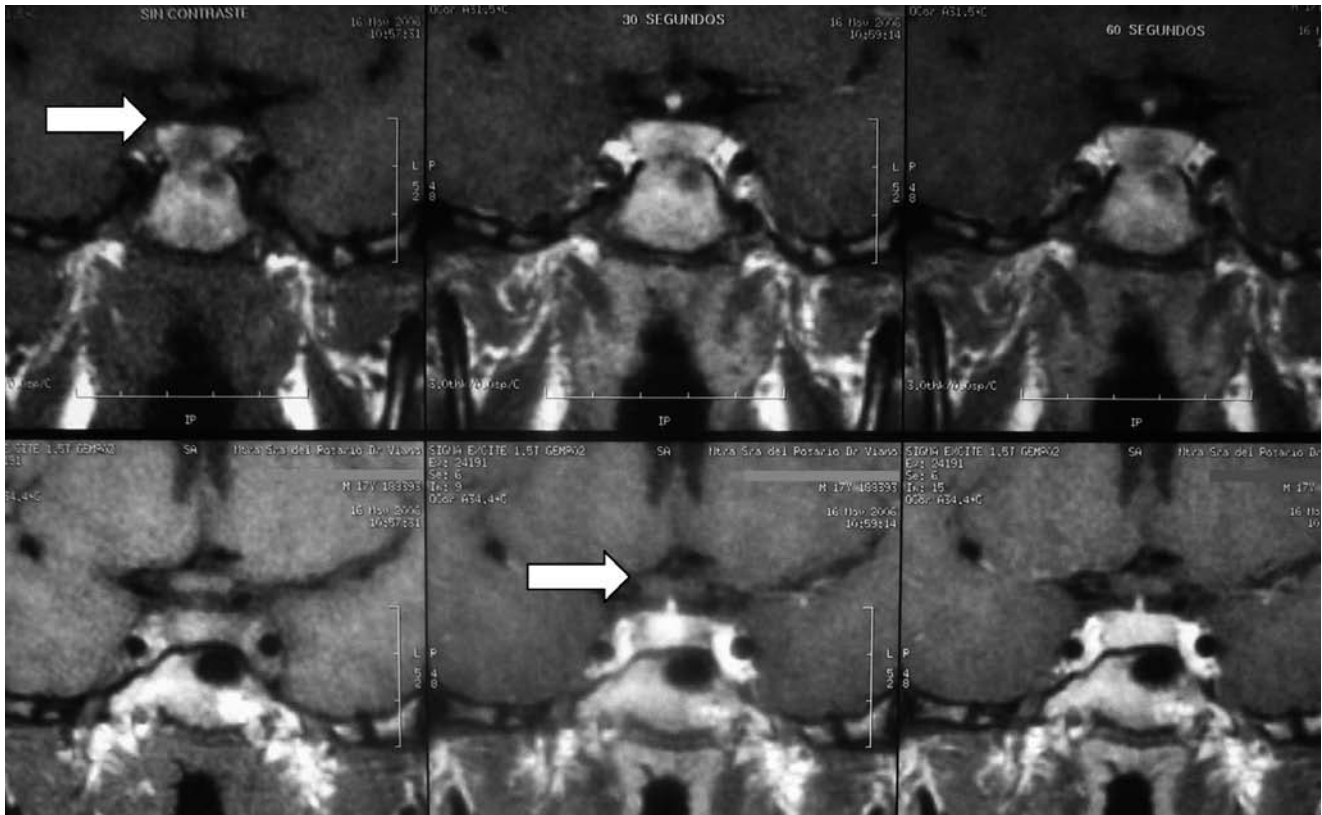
Resonancia magnética hipofisaria: microadenoma (flechas) localizado en la porción central y paramedia derecha del parénquima hipofisario de 8 mm (muestra hipocaptación tras la administración de contraste intravenoso), que deprime levemente el suelo de la silla turca sin desplazamiento del tallo hipofisario.
